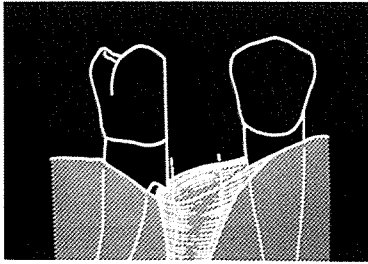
수술시 ledge를 남겼을 때 X-ray 촬영으로 확인할 수 있다.
